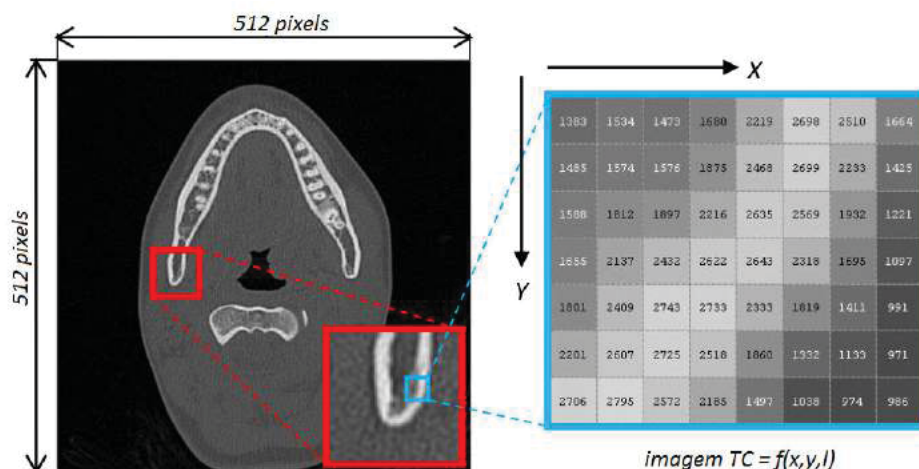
Imagem TC de 16 bits e os números TC correspondentes a escala de cinza dos pixels da imagem. Fonte: [Technology \(2016\)](#).
